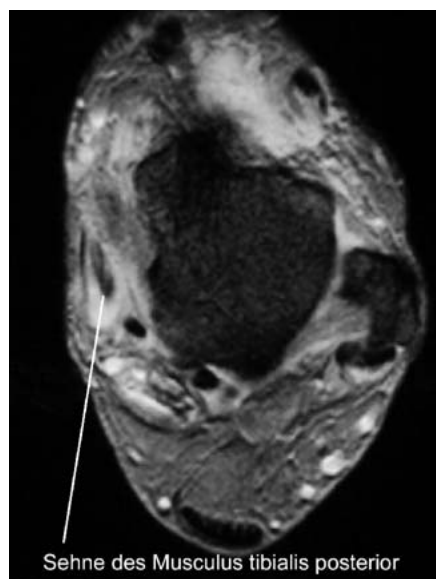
55-jähriger Patient mit erworbenem Plattfuß bei Musculus tibialis posterior-Sehnen-Insuffizienz. Das korrespondierende T₂-gewichtete Magnetresonanztomographie (MRT) Bild zeigt Flüssigkeit im Sehnenfach der bereits ausgedünnten Tibialis posterior-Sehne sowie eine Signalintensitätsinhomogenitäten in der Sehne selbst.
